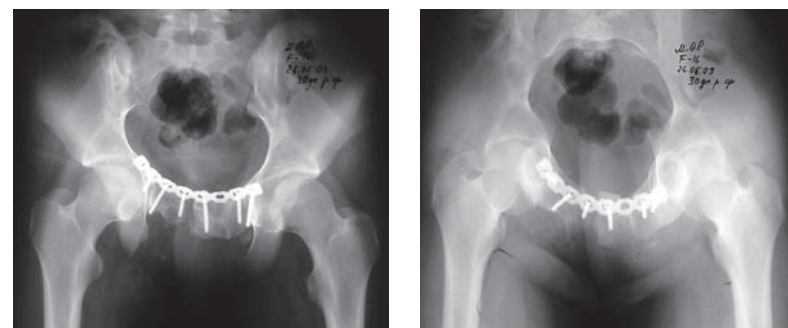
Рентгенография после операции
